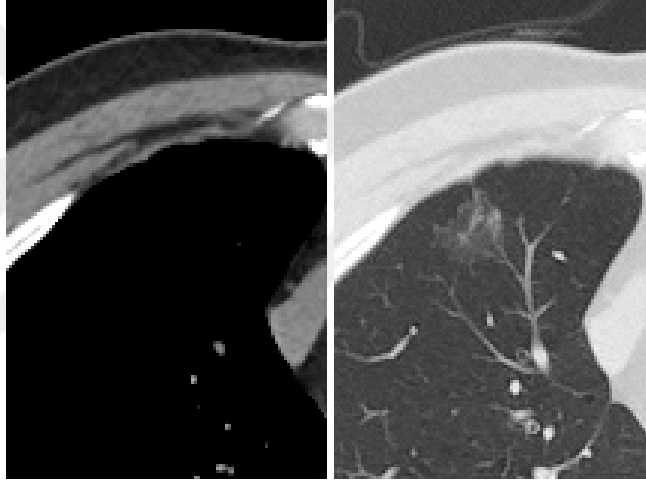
62 yaşında erkek olgunun A-mediasten penceresi B-parankim penceresinden BT kesitlerinde sağ akciğer üst lobunda 10 mm boyutunda buzlu cam nodülü izlenmektedir. Buzlu cam nodülünde çapın 20 mm daha küçük olmasından dolayı “Lung-RADS” skoru 2, histopatoloji adenokarsinom olarak raporlandı. Olgu yanlış negatif olarak sonuç aldı. C ve D’de lezyonun büyütülmüş BT görüntüleri görülmektedir.
